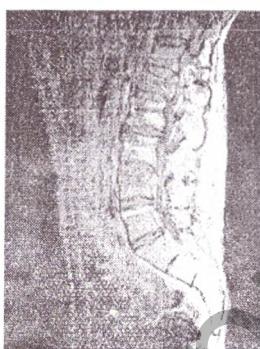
МРТ контроль после оперативного лечения
